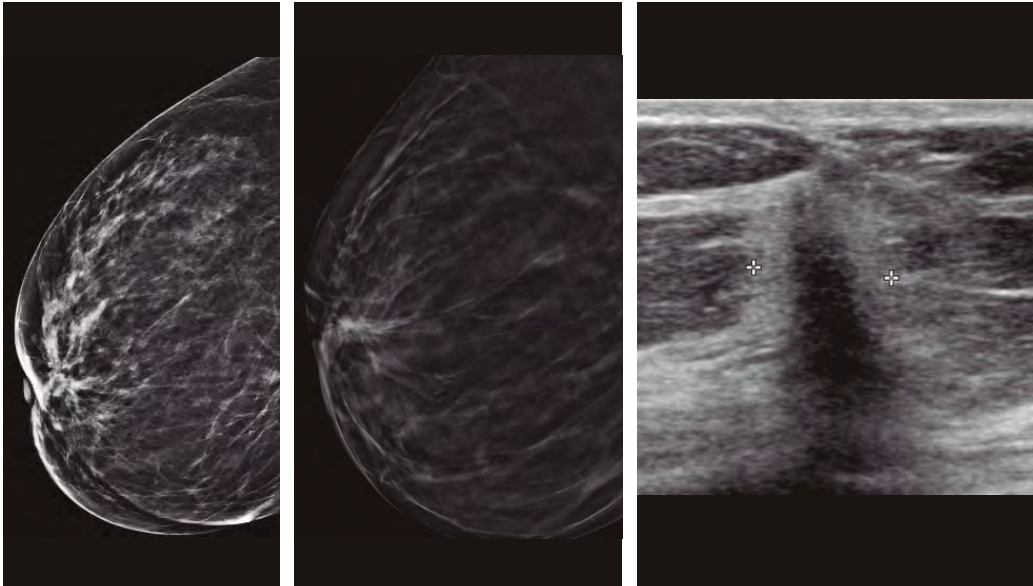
retracción del pezón. Mujer de 55 años con retracción del pezón derecho de una semana de evolución. Mamografía: retracción del pezón y nódulo espiculado retroareolar, visible también en planos de corte de tomosíntesis. Ecografía mamaria: nódulo heterogéneo irregular, mal definido, con halo hiperecogénico y sombra acústica posterior. Biopsia percutánea: carcinoma ductal infiltrante
